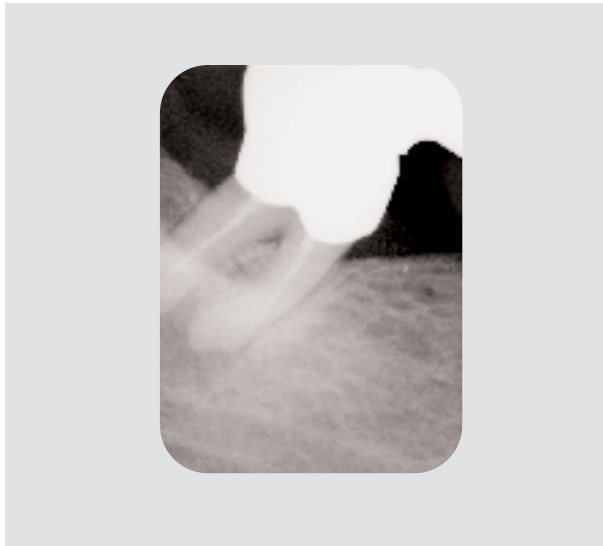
Die Röntgenaufnahme des Zahns 48 bei Behandlungsbeginn zeigt einen endodontisch insuffizient behandelten Zahn mit ausgedehnter Parodontitis apicalis im Bereich der mesialen Wurzel. Der Zahn ist stark nach mesial gekippt.
